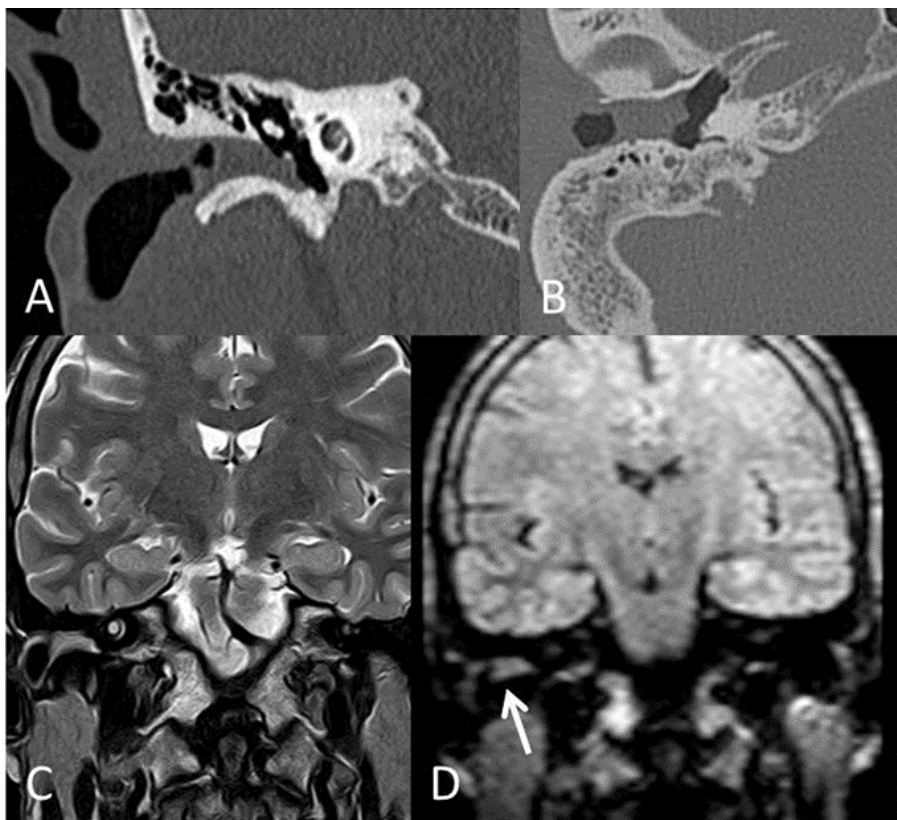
Carcinoma de CAE. (A y B) TC con reconstrucción coronal y axial, ocupación del CAE por lesión que produce leve erosión de pared posterior. (C y D) Coronal T2 y DW no EPI, con señal levemente hiperintensa.
